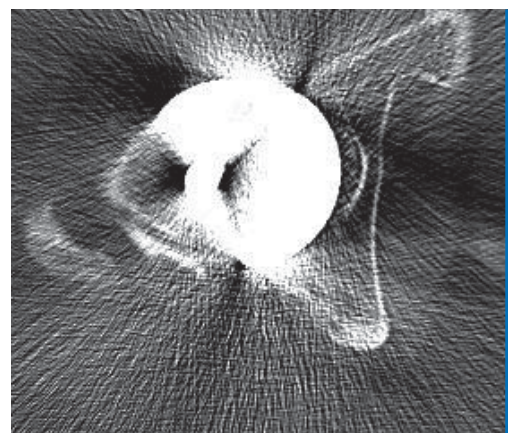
CT bei einliegender Oberflächenersatzendoprothese. Eine exakte Beurteilung der Pfannenposition ist aufgrund der Artefakte nicht möglich.
